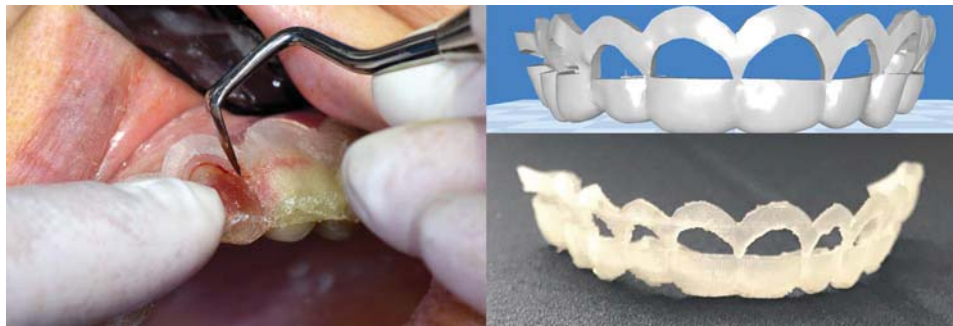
Guía de gingivoplastia diseñada virtualmente e impresa 3D. El diseño se hace en base de la imagen de la cone beam lo que le otorga gran precisión quirúrgica.
